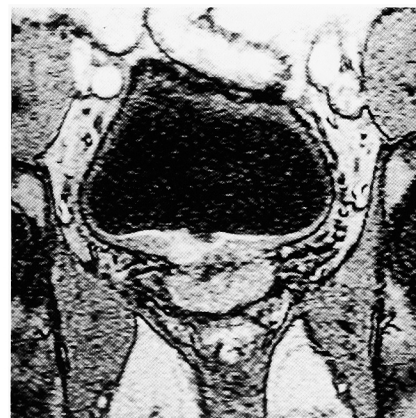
MRI showed the tumor in the right wall of the urinary bladder.
